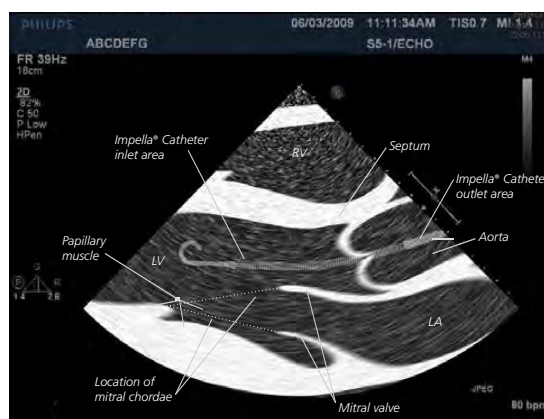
Transthoracic Echocardiogram (TTE) of Impella Catheter
